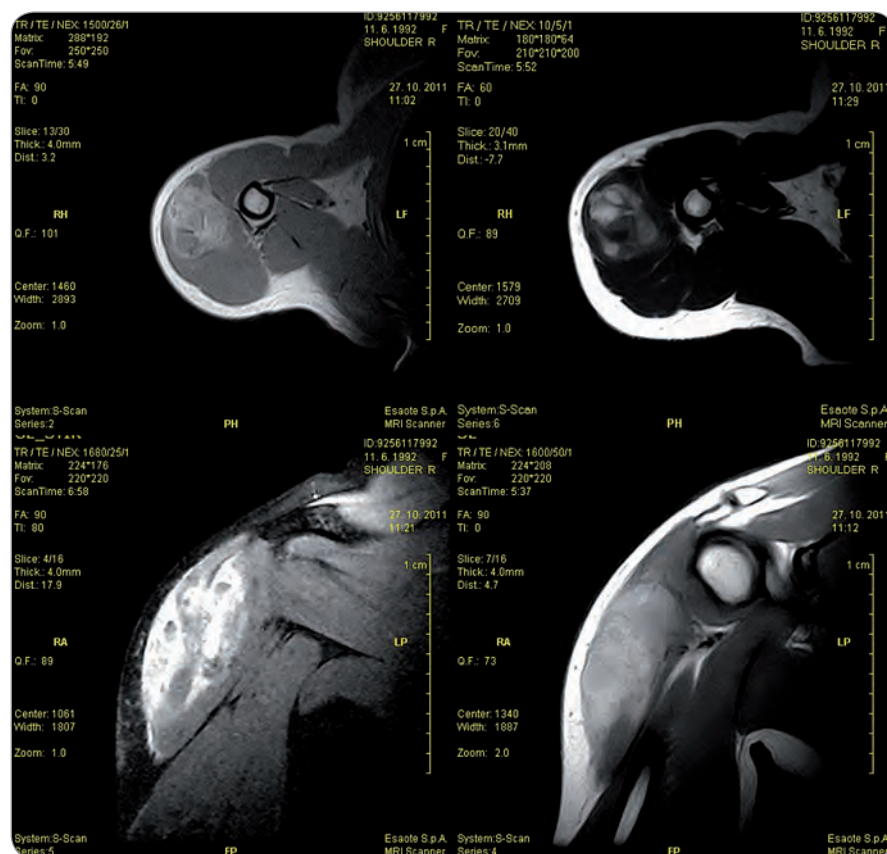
Magnetic resonance image of right upper limb.
